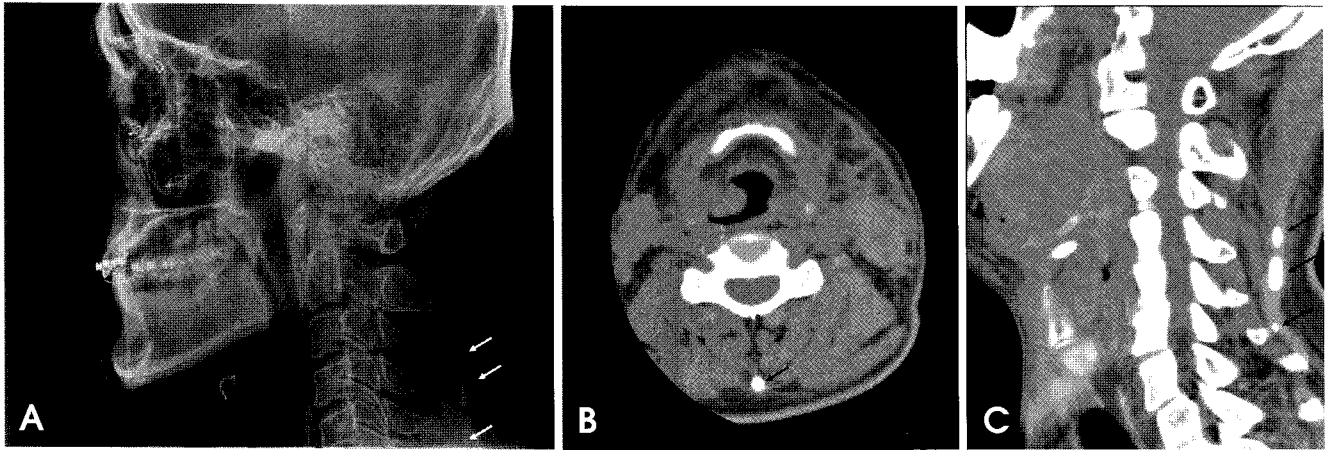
(A) Lateral cephalometric radiograph, (B) axial CT scan, and (C) sagittal reconstruction of a 39-year-old male patient. Segmented radiopaque masses (arrows) lie behind the bodies of C4, C5, and C6.
